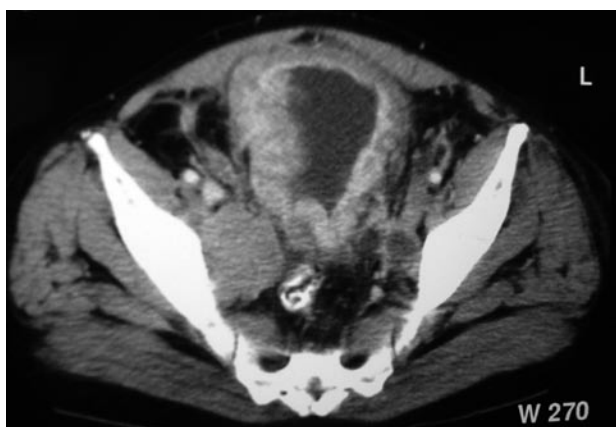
TC con engrosamiento difuso de la pared vesical por tumor vesical infiltrante.
